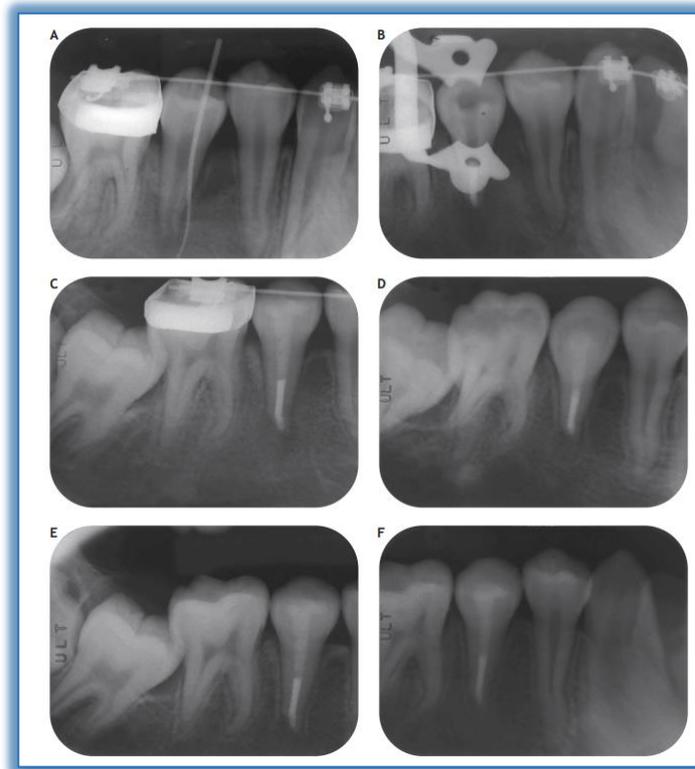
Radiografías periapicales. a) Radiografía inicial, se observa una gutapercha en el seno bucal del diente 45, lesión apical, se observan paredes divergentes en las paredes radiculares y un foramen abierto. Se aprecia dens evavinatus en dientes 44 y 45. b) colocación del MTA a 5mm a nivel apical. c) radiografía que muestra resina compuesta en el conducto radicular. d y e) radiografías de seguimiento a los 3 y 6 meses. Se observa una cicatrización ósea. f) radiografía de seguimiento de 1 año. No se observan lesiones apicales.⁵⁴
